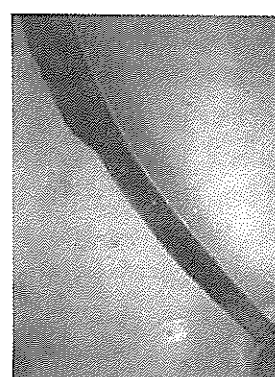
Ledge formation in ultrasonic group (X20)
